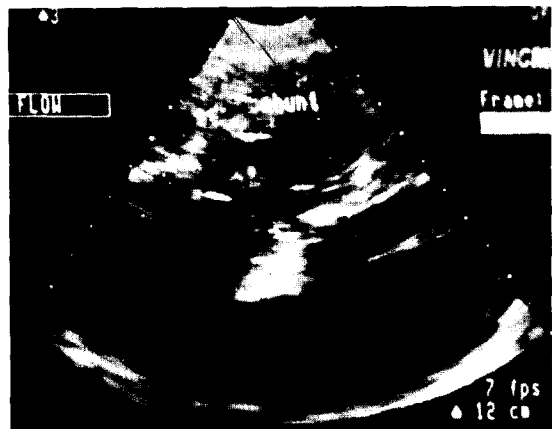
Shunt between the aneurysm and the RV in color Doppler echocardiography.
